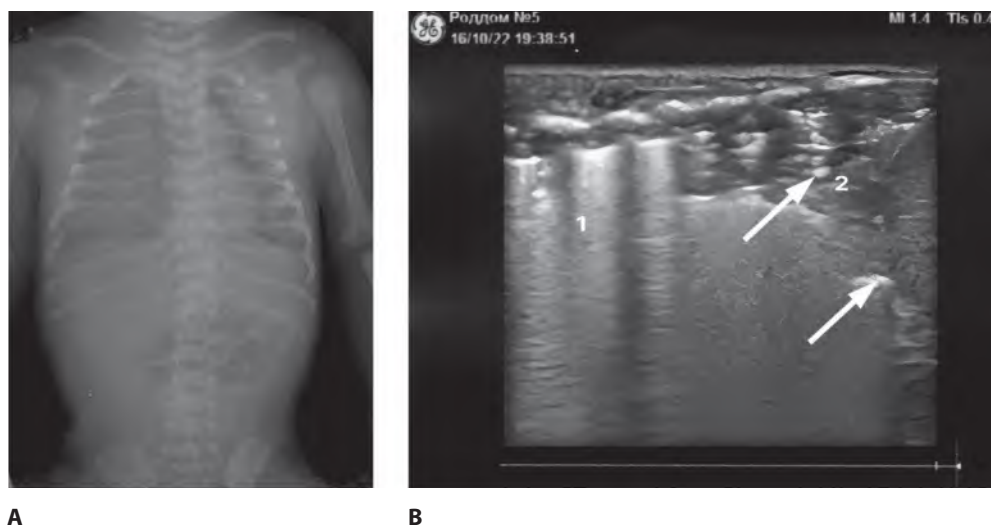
Визуализирующие методы диагностики состояния легких: А – рентгенограмма органов грудной клетки и брюшной полости ребенка X.; В – эхограмма легких ребенка X., первый час жизни: 1 – интерстициальный синдром – множественные сливные В-линии; 2 – массивные консолидации; стрелки – признак светящейся аэробронхограммы – воздух в бронхах внутри консолидации. Фотографии сделаны авторами
